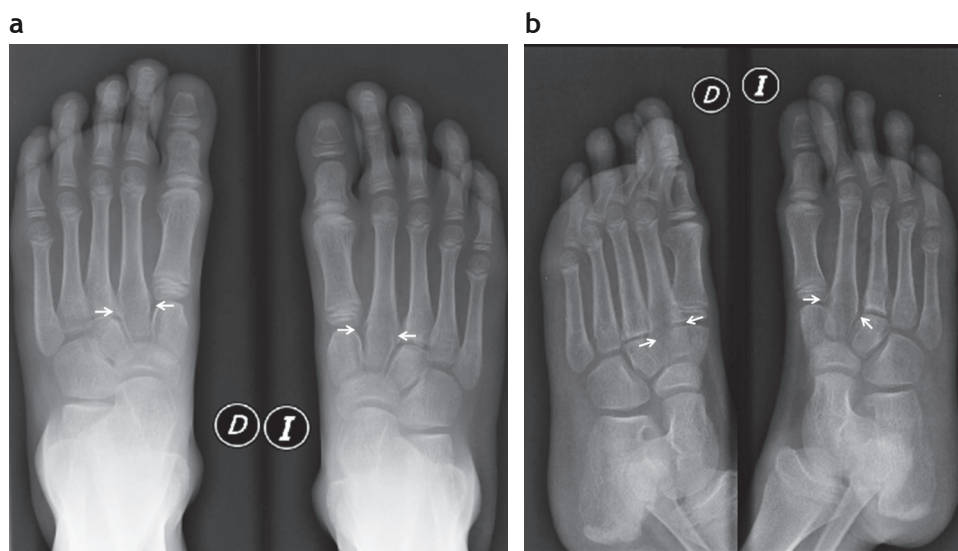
Radiografías: (a) de frente y (b) oblicuas (flechas).
